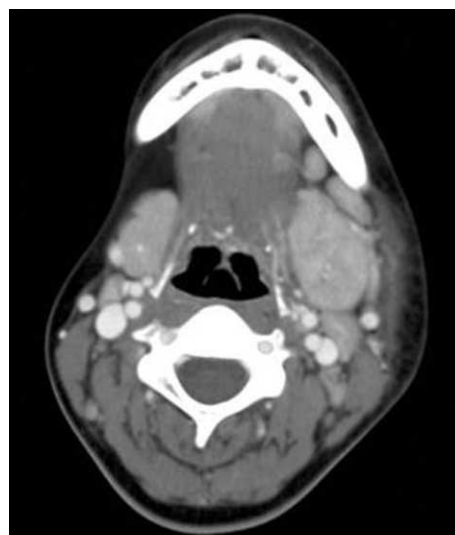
Left submandibular sialadenitis in a 17-year-old girl with diffuse soft tissue painful swelling. Left submandibular gland shows diffuse enlargement and homogenous enhancement on postcontrast CT scan with cervical lymphadenitis and cellulitis.
